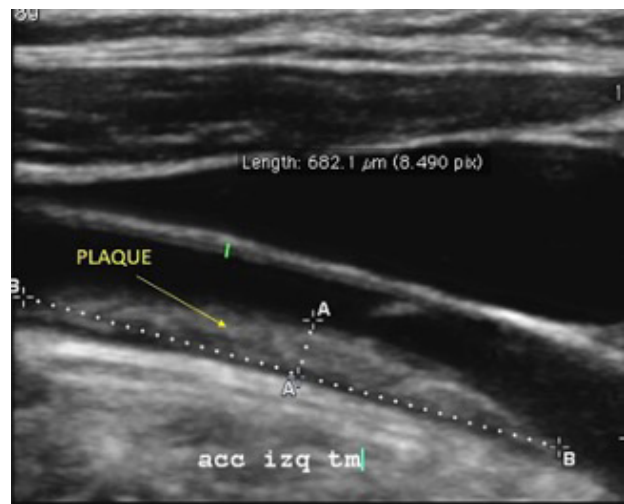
Ultrasonido carotídeo mostrando área engrosamiento focal invadiendo el lumen de 1.5 mm consistente con placa carotídea.
